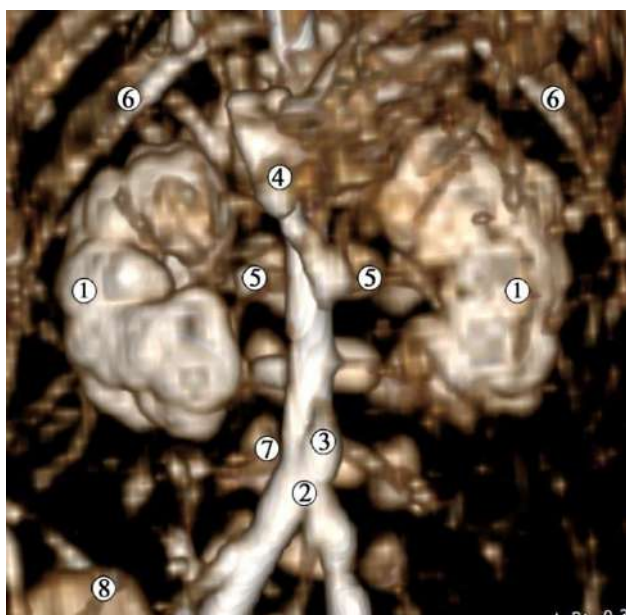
Комп'ютерна томограма 6-місячного плода людини 220,0 мм ТКД. Ін'єкція артеріальної системи сумішшю із свинцевим суриком. Передня проекція. Зб. x2:
